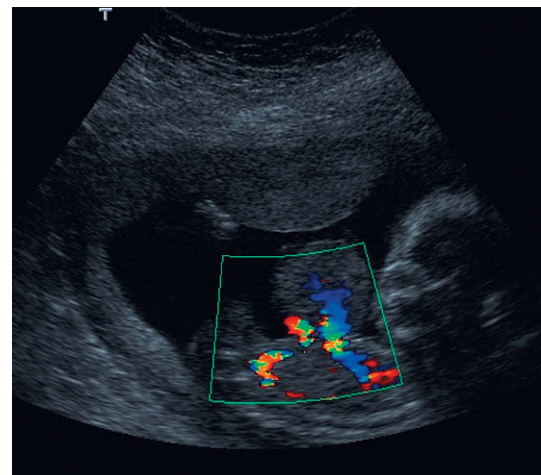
Doppler color de un onfalocelo que muestra vasos sanguíneos anómalos en el defecto anterior de la pared abdominal.
